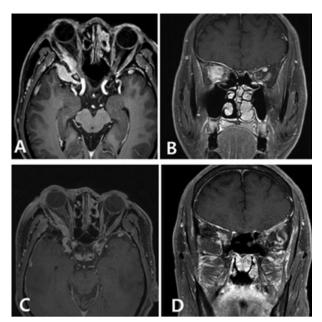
右侧蝶眶脑膜瘤经眶神经内镜手术治疗前后影像 A、B. 术前 MRI 轴位、冠状位,显示右侧蝶眶肿瘤,累及眼眶、海绵窦、颞底和颞下窝;C、D. 术后 MRI 轴位、冠状位增强,显示肿瘤次全切除,残留海绵窦部分肿瘤
